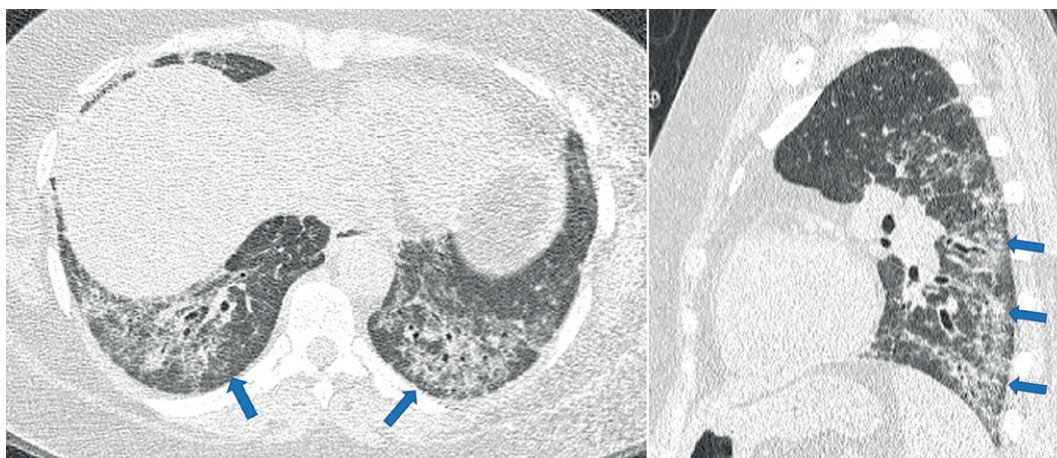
Paciente feminina 46 anos portadora de pneumonia intersticial com aspectos autoimunes. TC no plano axial e reconstrução sagital (A e B) demonstram reticulação irregular, opacidades em vidro fosco e bronquiectasias de tração, associados a extensas opacidades em vidro fosco, com predomínio na periferia dos terços inferiores dos pulmões, porém poupando as regiões subpleurais (setas). PINE associada à doença de base.
